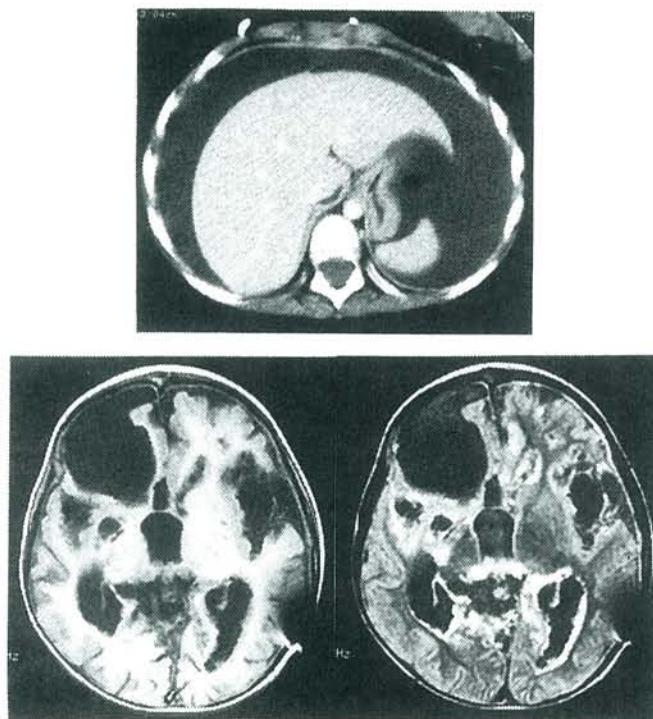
腹水貯留時腹部 CT scan と同時期の頭部MRI
